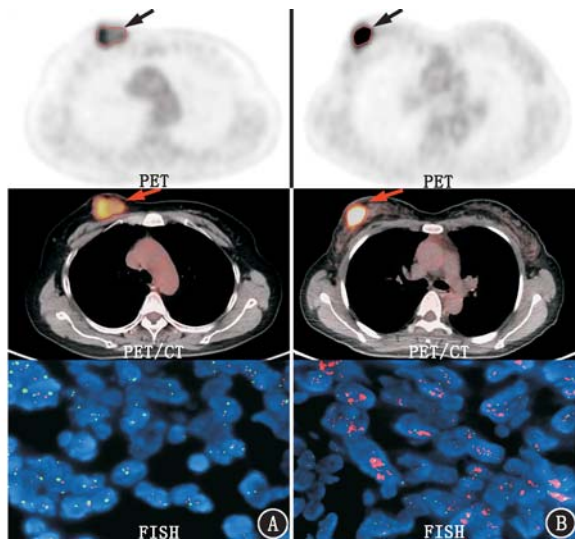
乳腺癌患者¹⁸F-脱氧葡萄糖(FDG)PET/CT 显像图(箭头示病灶)及荧光原位杂交(FISH)图。A.女,45岁,人表皮生长因子受体2(HER2)表达阴性。可见病灶内部不同区域¹⁸F-FDG的分布规律性较差;FISH图显示红绿信号比值<1.8,HER2阴性(PathVysion HER2 DNA Probe Kit,×1 000);B.女,63岁,HER2表达阳性。可见病灶内不同区域间¹⁸F-FDG更具规律性,局部代谢更为均匀;FISH图显示红绿信号比值>2.2,HER2阳性(PathVysion HER-2 DNA Probe Kit,×1 000)
